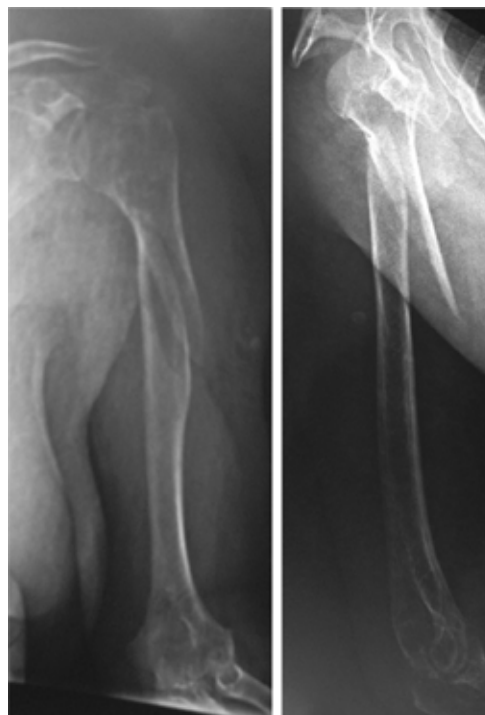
Radiografía anteroposterior y lateral del húmero izquierdo al momento de su ingreso.
